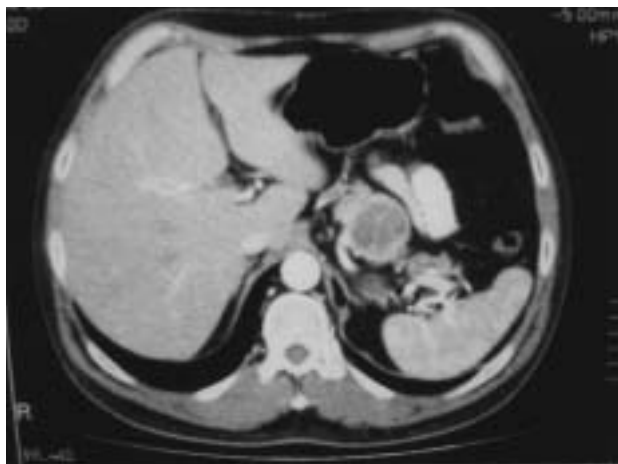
TC abdominal que muestra una tumoración de 4 cm de diámetro en cuerpo-cola del páncreas. No se observan lesiones en hígado ni presencia de adenopatías.
